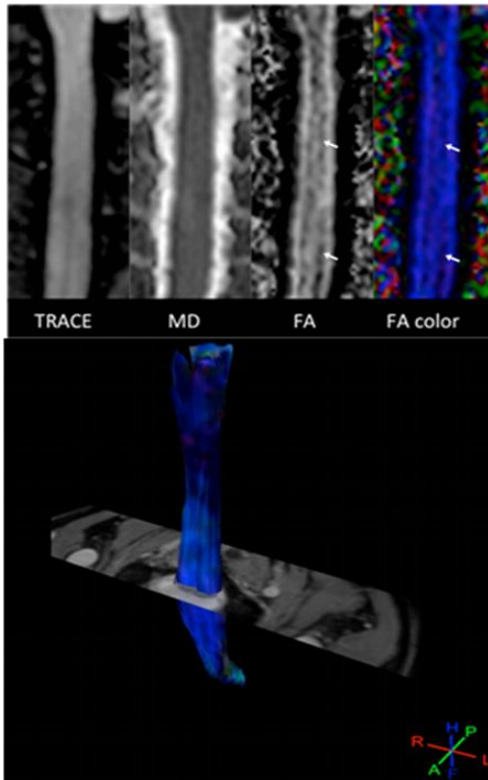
A, Diffusion tensor images of a healthy volunteer (volunteer 1). Parametric maps obtained in the coronal plane. Note the absence of distortion by using the rFOV DTI sequence. Longitudinal dark bands on FA maps (arrows) are related to the central gray matter in this midcoronal view of the spinal cord. B, Diffusion tensor images of a healthy volunteer (volunteer 1). 3D view of fibers obtained after probabilistic tractography displayed in a directional mode and registered on the T2-weighted image. The tracked fibers match their expected anatomic location, and no abnormal fiber bundle interruption was observed.
